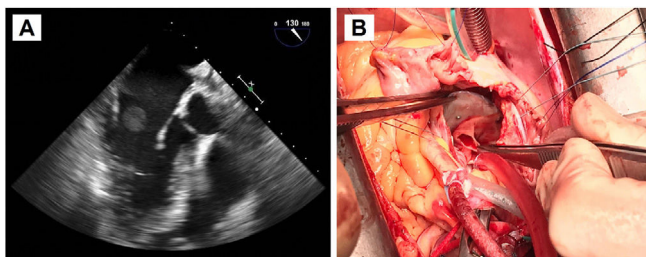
A: Ecocardiografía transefágica preoperatoria. Se aprecia la masa de gran tamaño anclada al dispositivo de cierre de FOP, en la vertiente auricular izquierda, que protruye hacia la válvula mitral. B: Fotografía del campo quirúrgico. Atriotomía derecha para acceso al septo interauricular donde se encuentra anclado el dispositivo de cierre de FOP, con endotelización incompleta. Resección del dispositivo objetivándose en la vertiente auricular izquierda un absceso adherido.
